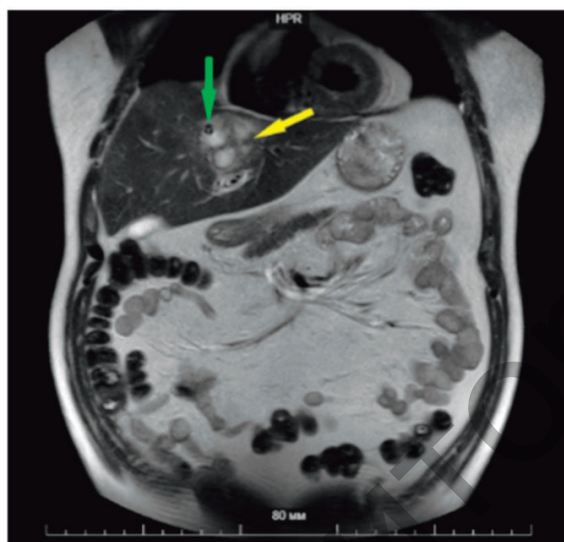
Пациент Г., 47 лет, МРТ брюшной полости (контроль на 14-е сутки после операции). Абсцесс значительно уменьшился в размерах (желтая стрелка), в его полости наблюдается дренажная трубка катетера Фолея (зеленая стрелка)
